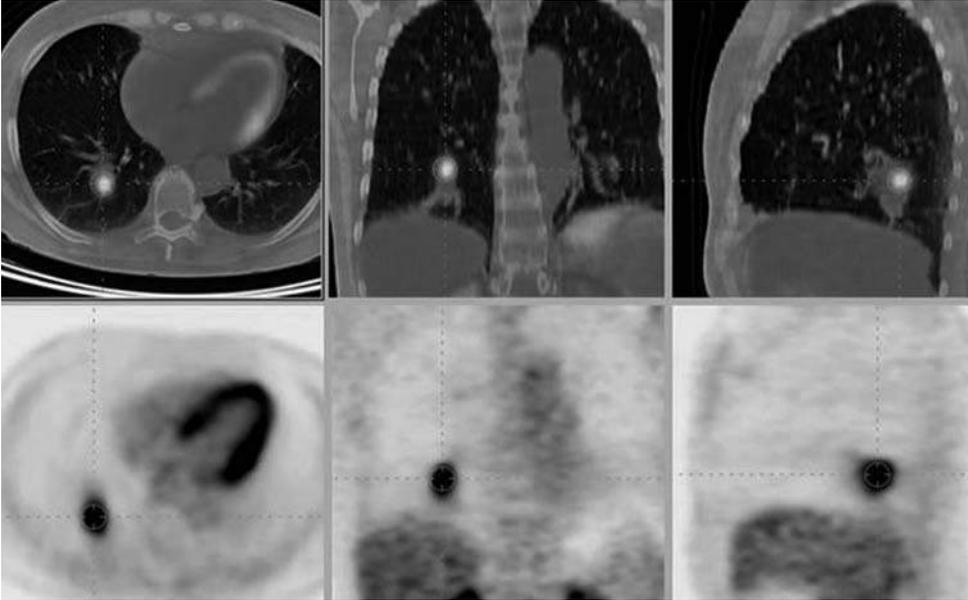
Imágenes axiales, coronales y sagitales de PET-TC de un nódulo pulmonar indeterminado. Se detecta una captación de 18-FDG por la lesión nodular del segmento 10 del lóbulo inferior derecho, que correspondió a una lesión neoplásica.
